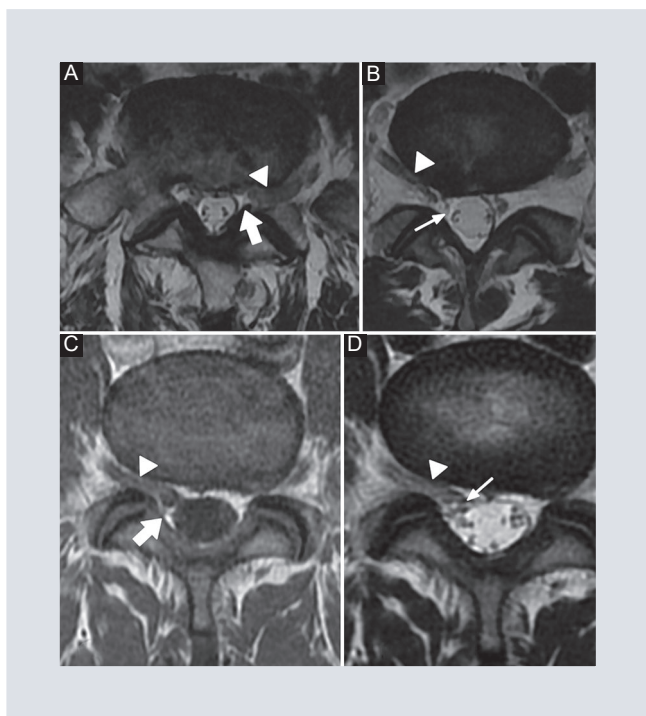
Imágenes de resonancia magnética, plano axial de cuatro pacientes con raíz conjunta L5-S1. A, B y D: potenciadas en T2. C: y potenciada en T1. Se observa la asociación de los diferentes signos: cabeza de flecha, signo del paralelo; flecha gruesa, signo de la media luna grasa, y flecha delgada, signo de la esquina.
